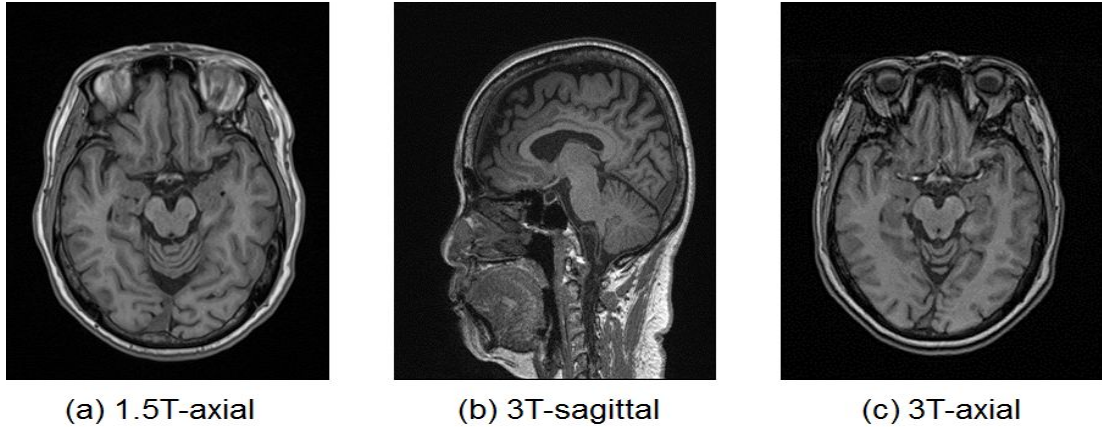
자장 세기와 스캔 방향에 따른 MRI 뇌영상
